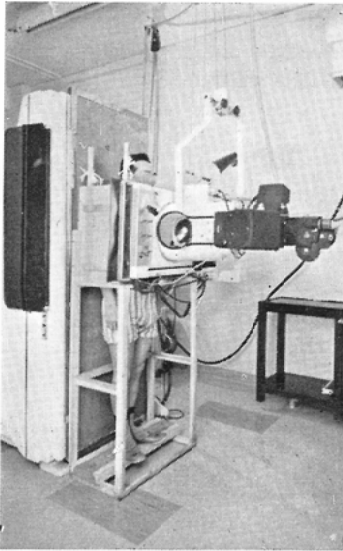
The method of roentgenographing of the chest
